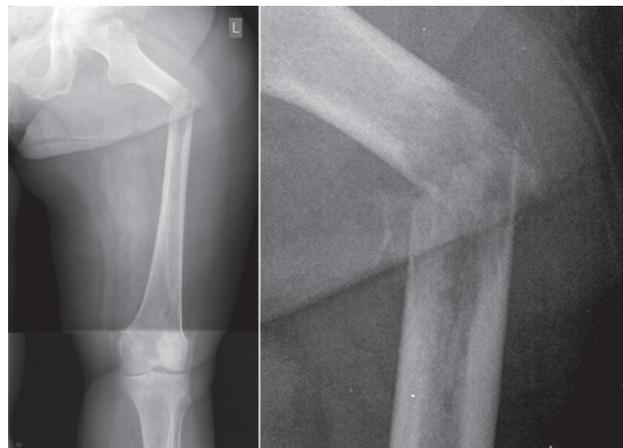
Рентгенограммы левого бедра пациентки после развития патологического перелома
